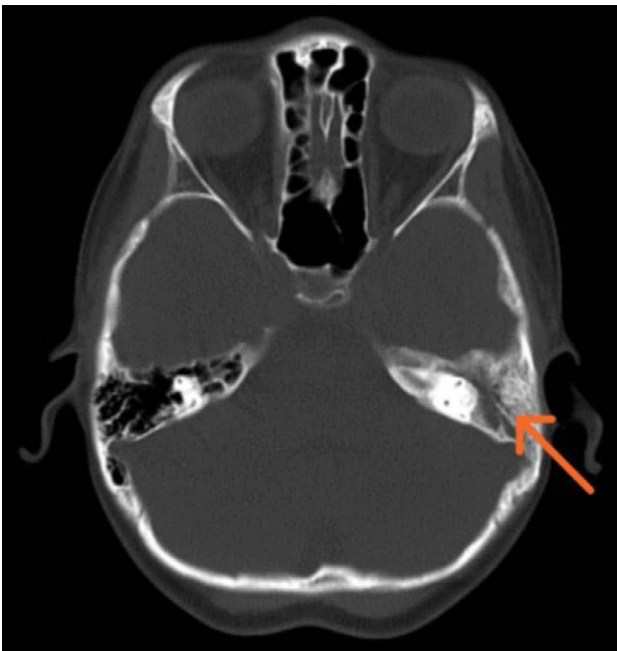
Tomografía computerizada de cráneo con ventana ósea en el que se observa ocupación de celdillas del peñasco del temporal izquierdas, con datos sugestivos de apicitis petrosa (flecha naranja). Fuente: caso propio descrito en el artículo.
